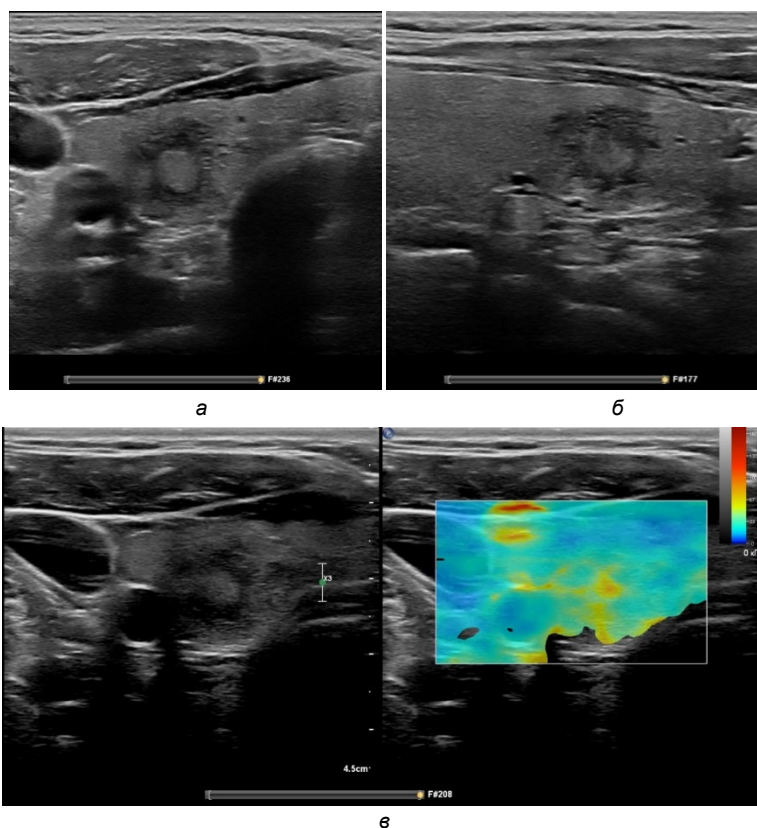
УЗИ ЩЖ у пациента П.: В-режим (поперечный (а) и продольный (б) сканы) и соноэластография (в). Узел правой доли ЩЖ размерами 12×14×15 мм. EU-TIRADS5, TLA_RU2, TI-RADS5. При СЭГ относительно однородное окрашивание, цветовой паттерн характерен для высокой эластичности (2 score по Т. Rago). Жесткость изоэхогенной части узла 38,6 кПа, гипоэхогенной части – 36,9 кПа, нормальной ткани ЩЖ – 9,42 кПа (ФРЩЖ, инвазия в капсулу опухоли)
